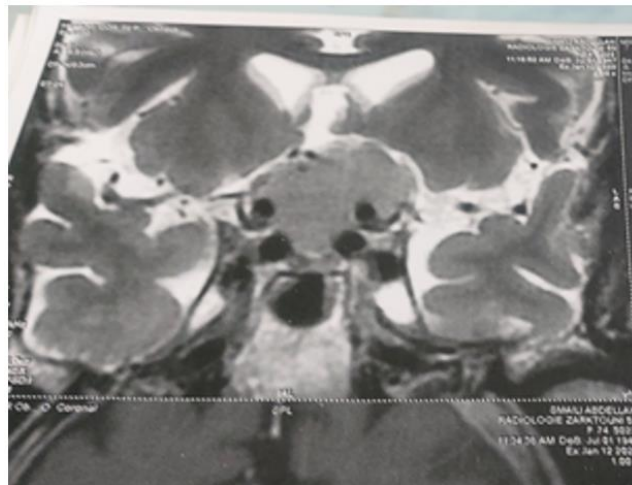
IRM cérébrale préopératoire – coupe coronale – séquence T2, mettant en évidence une lésion suprasellaire de signal iso- à hyperintense, responsable d'un effet de masse chiasmatic sans anomalie parenchymateuse associée visible.
